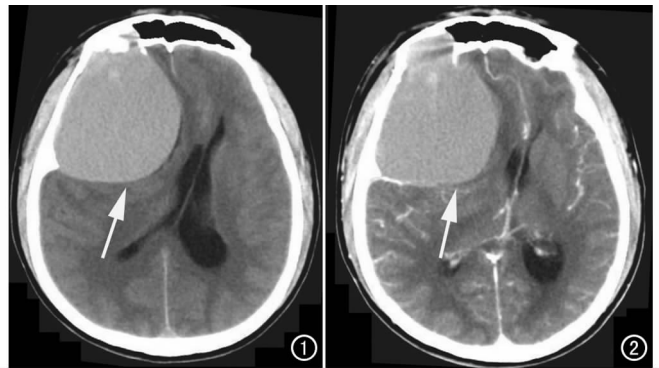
CT平扫示右额颞部巨大的类圆形高密度病变,密度均匀,内缘与脑组织分界清晰,外缘宽基底紧贴颅骨内板。
